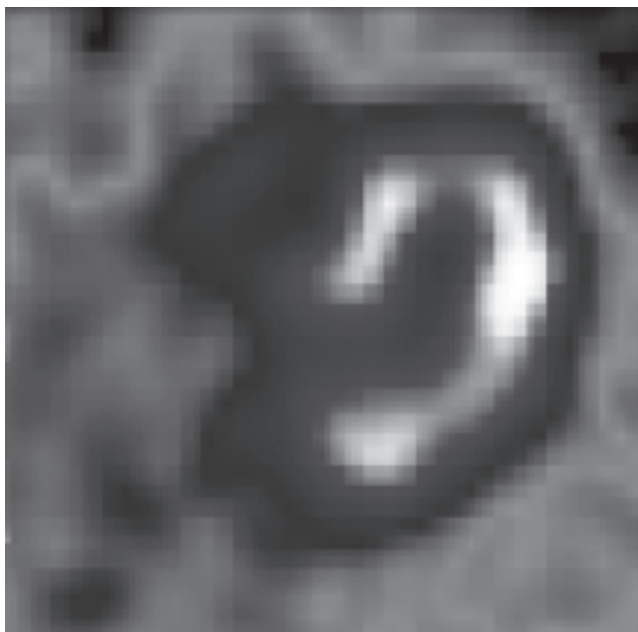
Типичный перфузионный томосрез сердца при КардиОФЭКТ с ^{99m}Tc -Технетрилом, реконструированный в четырехкамерной позиции по длинной оси. Хорошо можно видеть участки гипоперфузии в области верхушки и проксимальной боковой стенке левого желудочка
